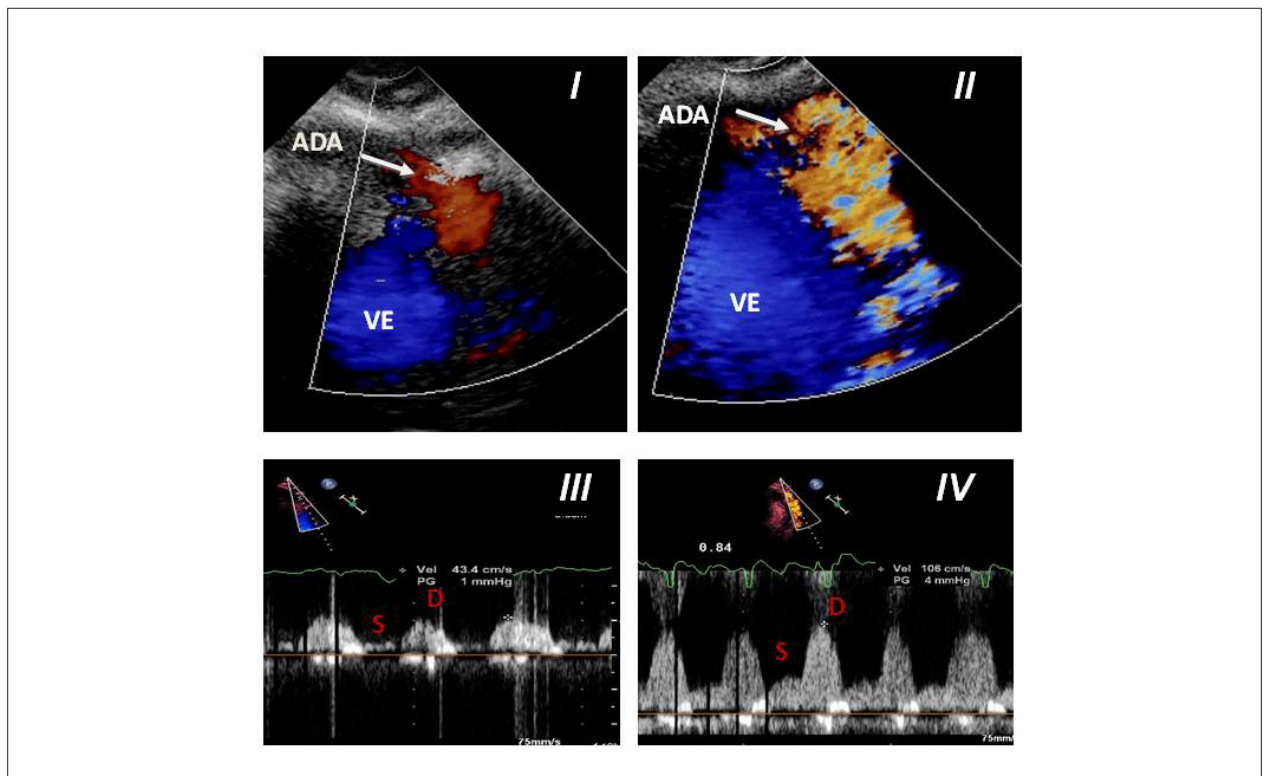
Cálculo da reserva de velocidade de fluxo coronário. PAINEL I e II: mapeamento de fluxo em cores da artéria descendente anterior por via transtorácica em repouso e após a infusão de dipiridamol respectivamente. PAINEL III e IV: doppler pulsátil da artéria descendente anterior em repouso e após a infusão de dipiridamol respectivamente. ADA: artéria descendente anterior. VE: Ventrículo esquerdo. S: Componente sistólico do fluxo coronário. D: Componente diastólico do fluxo coronário. RVFC: Reserva de velocidade de fluxo coronariano.
